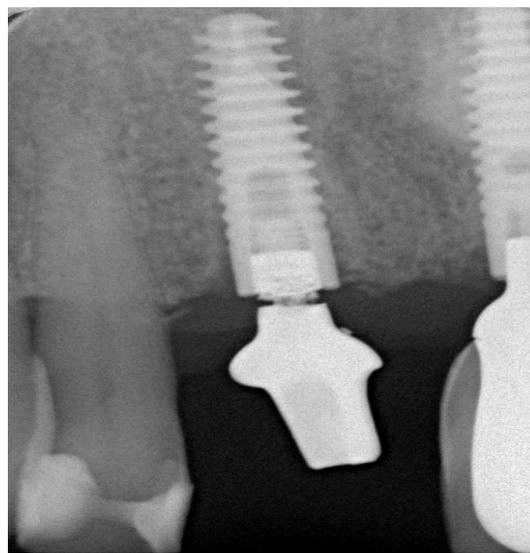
Röntgenologisch sichtbare Abutmentfraktur
